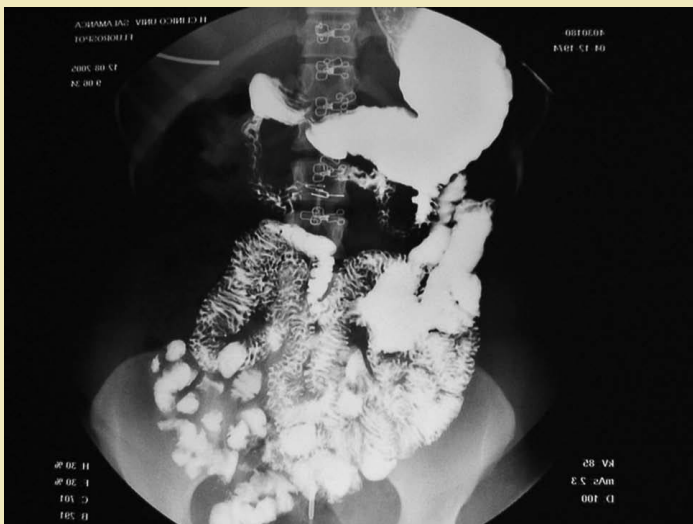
Enteropatía Difusa (Tránsito Intestinal) Radiografía de Tránsito Intestinal con contraste que muestra un patrón patológico de engrosamiento y desorganización de los pliegues mucosos del intestino delgado. Este patrón es característico de una enteropatía difusa (ej. esprue) que resulta en la reducción de la superficie absorptiva y malabsorción. Fuente: Velasco A et al. Gastroenterol Hepatol. 2006.
